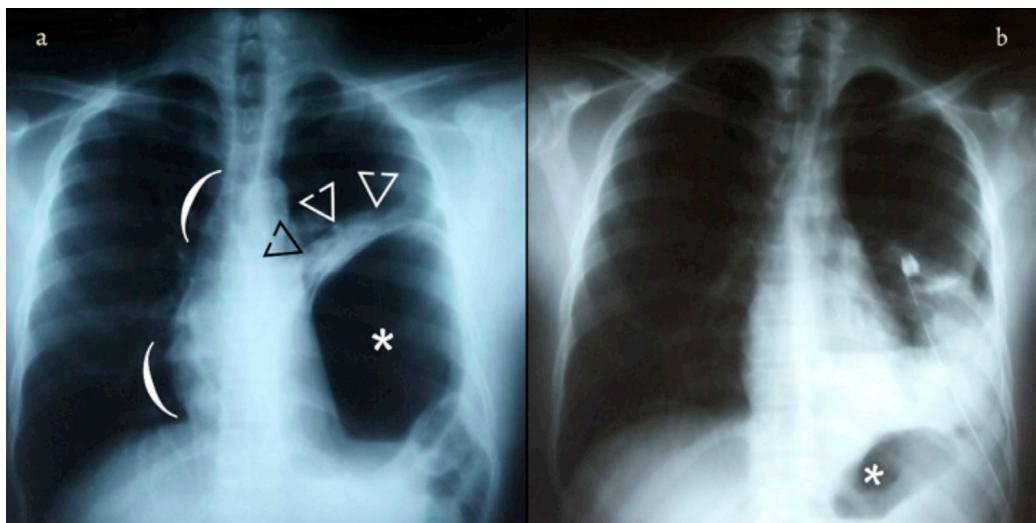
Lado a: radiografía inicial de tórax que, representado por asterisco *, esboza: imagen radiolúcida que concuerda con cámara gástrica intratorácica de gran tamaño. >: en la periferia del estómago herniado, se muestra un medio halo con densidad radiopaca en forma de medialuna correspondiente al epiplón. Paréntesis de apertura (: descritos en forma cefalocaudal, hay desplazamiento de la tráquea y del mediastino, respectivamente, hacia el lado derecho. Lado b: radiografía de tórax del postoperatorio, que evidencia burbuja gástrica en su ubicación anatómica normal; en el pulmón izquierdo se observa atelectasia de predominio basal, más borramiento del ángulo costodiafragmático ipsilateral.
